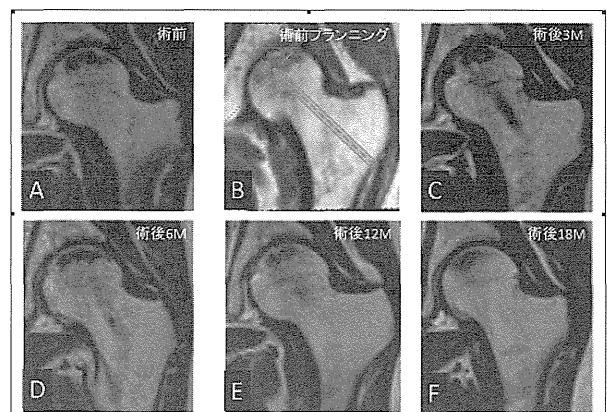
術前プランニングと術直後から術後18ヶ月でのMRI:T1強調画像
